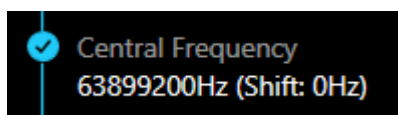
Cuadro de frecuencia de la RM detectada
